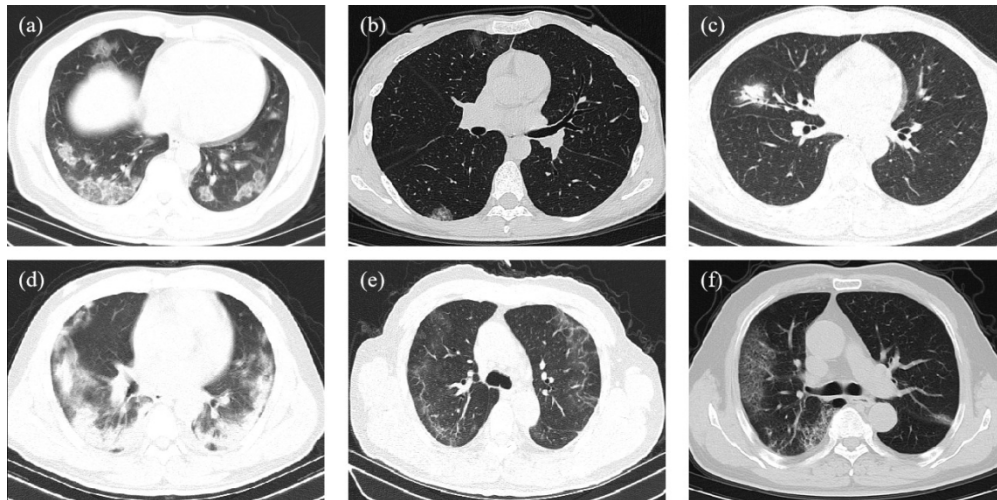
Características de TC de tórax de pacientes con COVID-19. (a) TC de tórax de un paciente masculino de 48 años. Múltiples opacidades de vidrio esmerilado se mostraron en los lóbulos inferiores. (b) TC de tórax después de 3 días de tratamiento de una paciente de 34 años. Múltiples GGO parcheados se mostraron en los lóbulos inferiores. (c) TC de tórax al ingreso de un paciente masculino de 51 años. Se mostraron signos de consolidación en el lóbulo medio derecho y broncograma aéreo. (d) TC de tórax después de 8 días de tratamiento de un paciente masculino de 36 años. Se mostraron consolidaciones mutuas en ambos
